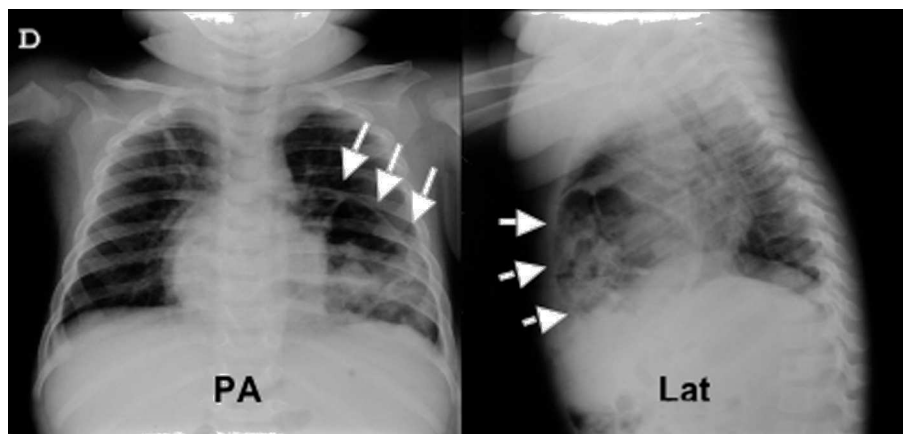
Radiografía simple de tórax: en la proyección posteroanterior (PA) se identifica imagen con morfología aérea con borramiento del borde cardiaco interno y límite lineal en su cúpula. En proyección lateral (Lat) se confirma la situación fundamentalmente anterior, con imágenes aéreas que en su interior presentan componente de contenido intestinal.
